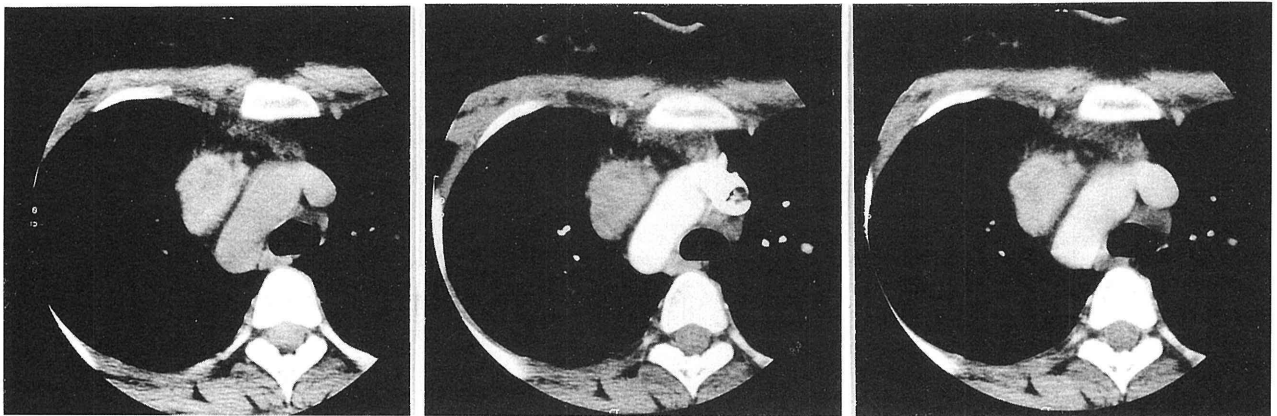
胸部 CT 像。(左図) 単純 CT 像：大動脈弓に接して軟部影を認める。(中図) 造影早期像：腫瘤の造影効果は認めない。(右図) 造影後期相：同様に造影効果は見られない。
